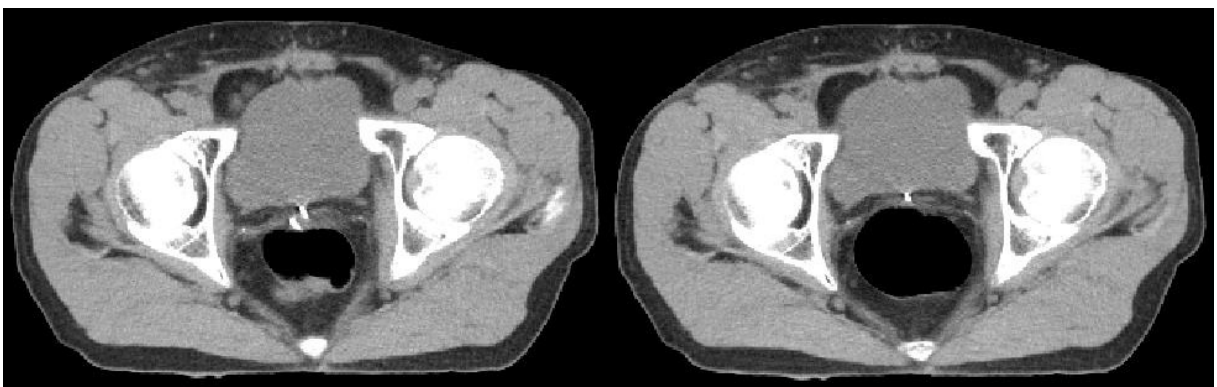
Beispiel für die maximalen Zunahme des Rektumvolumens (Patient 4) innerhalb einer Bestrahlungsfraction: Links das axiale CT-Bild vor, rechts nach der Therapie ($\Delta Vol_{Rektum} = 46 \text{ ml}$, $\Delta t = 26 \text{ Minuten}$).
